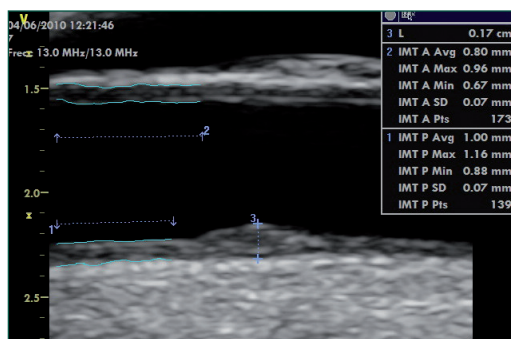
Imagen mediante ecografía en modo B. Corte longitudinal de arteria carótida común. Se aprecia el grosor íntima media (IMT) en pared distal (1) y proximal (2). El sistema automático proporciona el valor medio (Avg), máximo (Max) y mínimo (Min). Existe una placa de ateroma que mide 0,17 cm (3).
